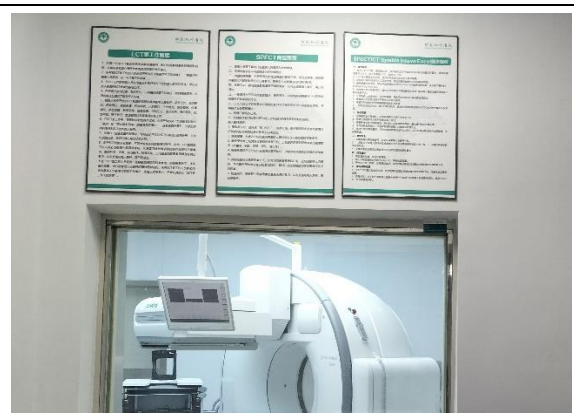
SPECT/CT 操作室内制度上墙
